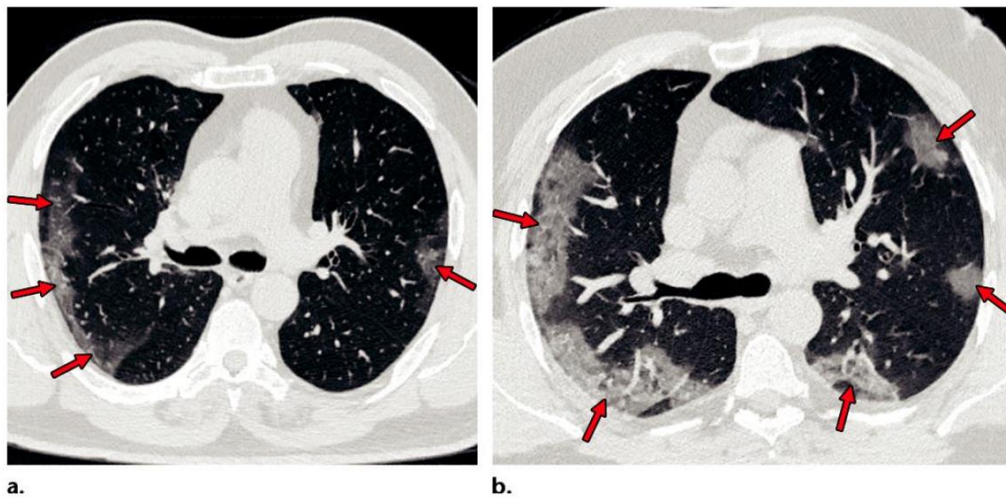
Abnormalitas CT dada relatif tinggi prevalensi COVID-19. Gambar CT Thorax nonenhanced aksial (window paru) menunjukkan ground-glass opacities bilateral dan pembuluh segmental dan subsegmental melebar, terutama di sebelah kanan, pada seorang pria berusia 70 tahun dengan hasil tes RT-PCR positif untuk SARS-CoV-2. (Thomas et al 2020)
